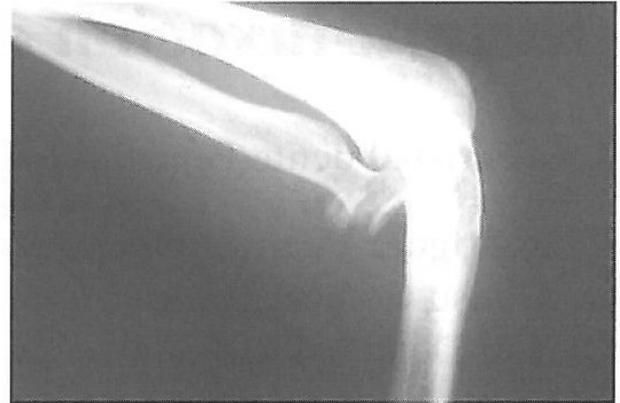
Radiografía: luxación anterior de la cabeza radial y la fractura de la cúpula radial (vista lateral).
